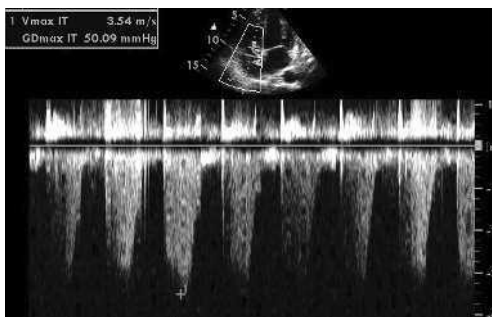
Mesure de la fuite tricuspидienne, coupe apicale 4 cavités. Doppler pulsé réalisé au niveau de la valve. Le volume d'échantillonnage est placé (mode 2D) à l'extrémité des feuillets de la valve, permettant de mesurer le flux de régurgitation. La mesure de la vitesse maximale permet de déduire le gradient de pression systolique transvalvulaire.
